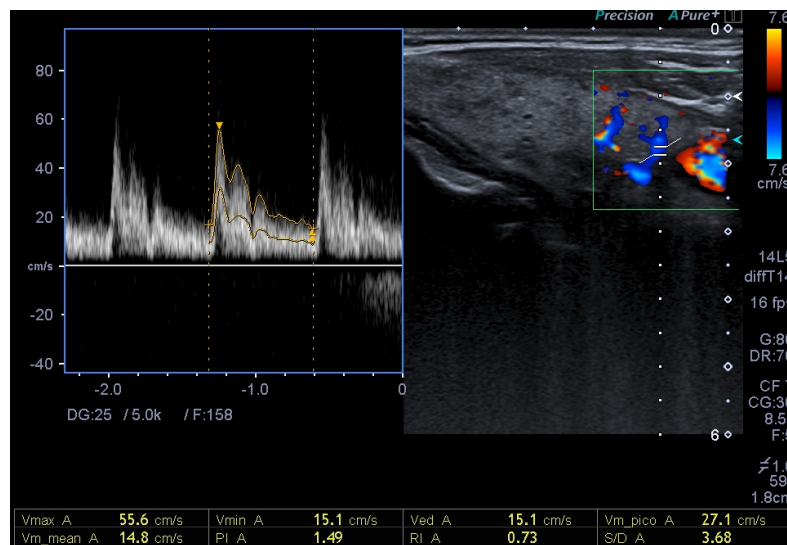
Doppler espectral. Fuente: elaboración propia.
